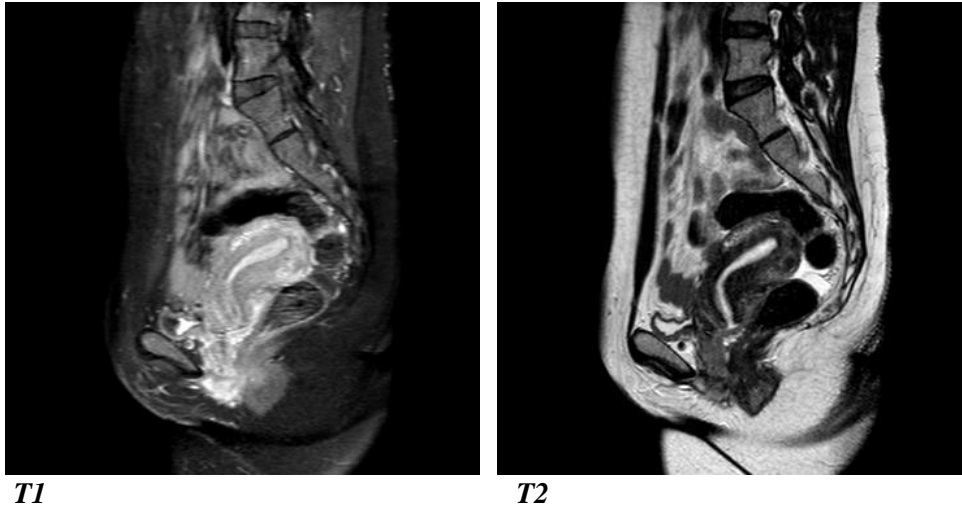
MRT, 6 Monate nach Myomenukleation
